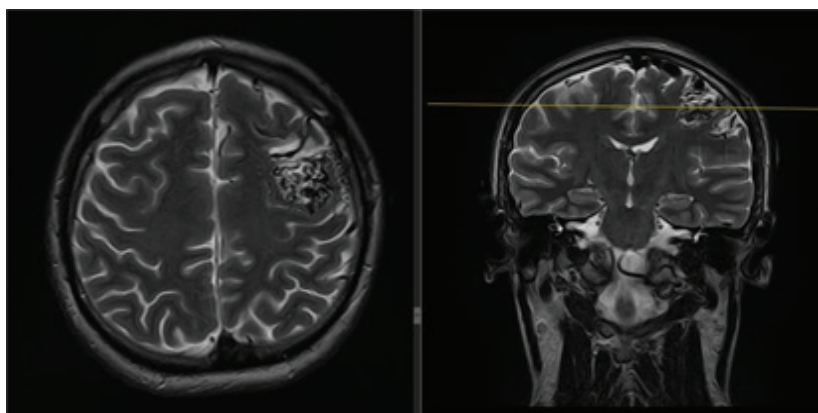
Магнитно-резонансная томография головного мозга пациента А. (29 лет): состояние после парциальных эмболизаций АВМ
